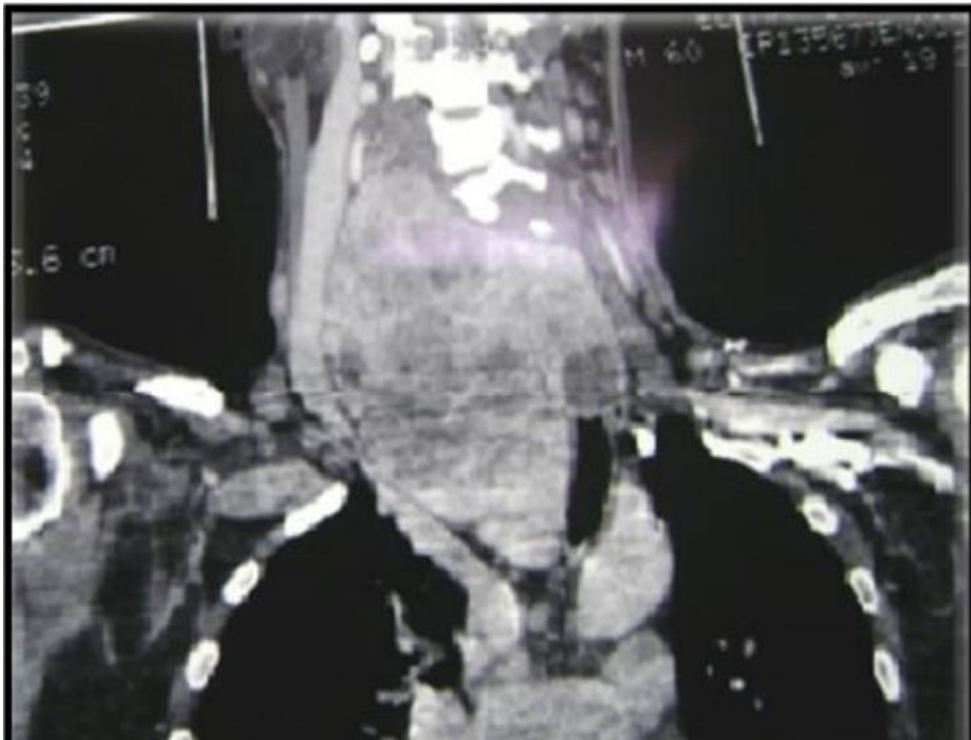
TDM cervico-thoracique en coupe frontale : goitre plongeant antérieur droit unique refoulant la trachée à gauche.
